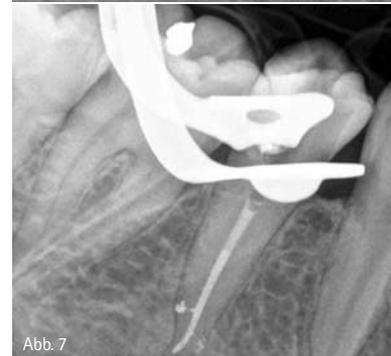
Masterpoint-Aufnahme an Zahn 45 zur Auswertung der Wurzelkanaldimension nach Aufbereitung mit der SAF. – Abb. 7: Röntgenkontrollaufnahme nach der Obturation des Wurzelkanals. – Abb. 8: Nachkontrolle der Wurzelfüllung an Zahn 45 nach sechs Monaten. Die Patientin ist beschwerdefrei.
